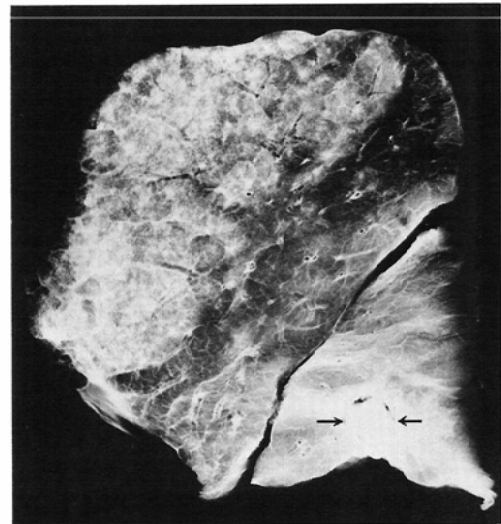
Case 5, soft X-ray photograph of fixed left lung, sliced in 5mm thickness
